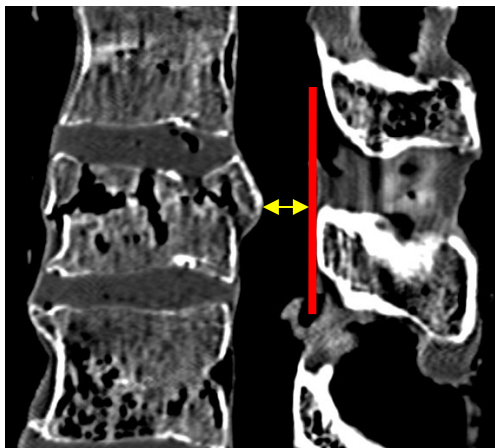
Beispiel der Messung des Spinalkanals postoperativ, CT-Bild in seitlicher Projektion
